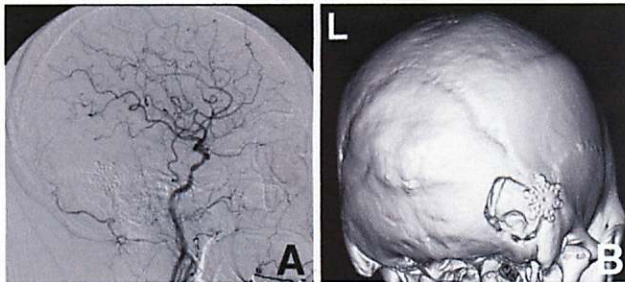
A: Digital subtraction angiogram showing no fistula or shunt after surgery. B: Three-dimensional bone computed tomography scan showing the small craniotomy.
